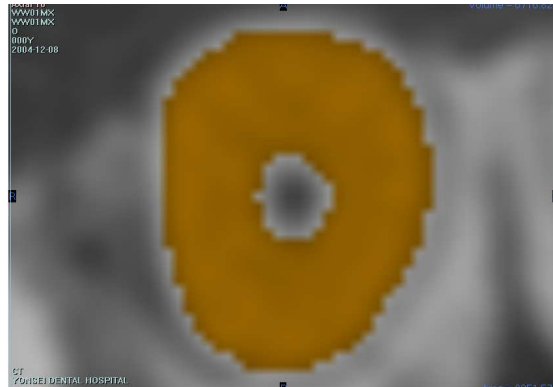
Step configuration of surface irregularity due to CT image pixel size
